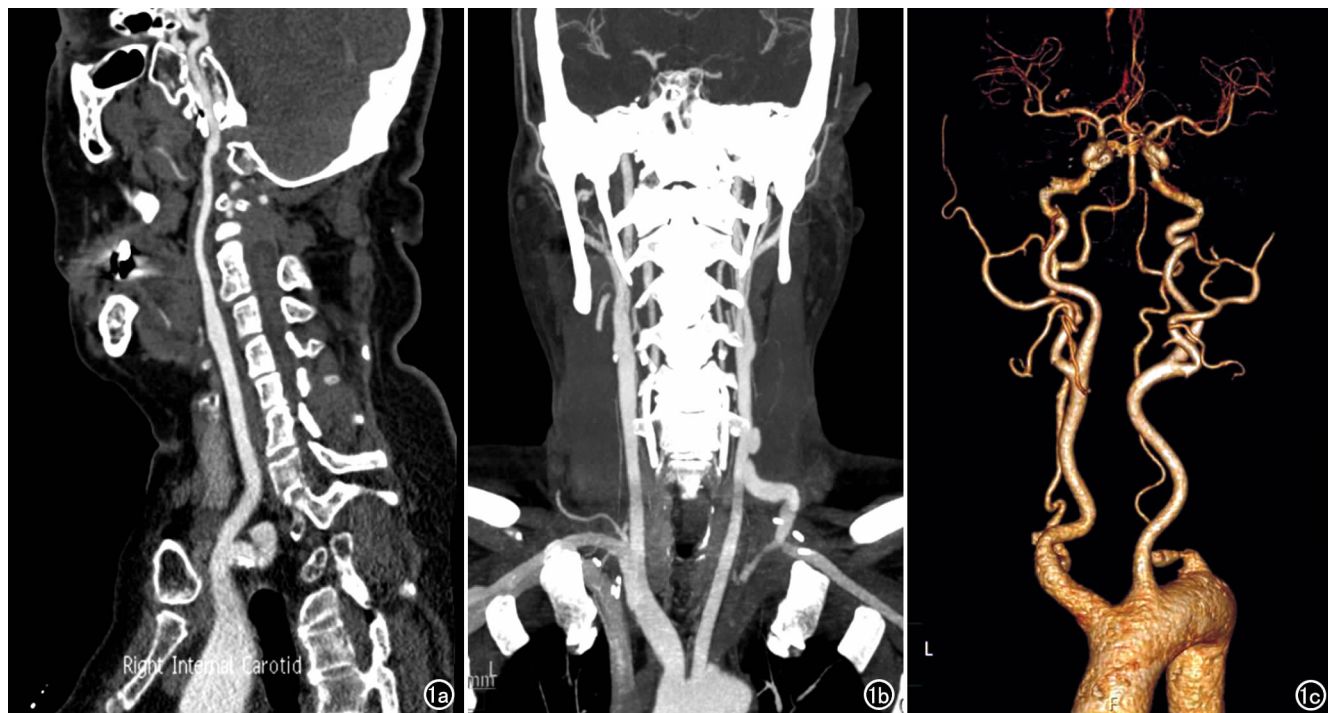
一例健康志愿者的 CTA 重组图像, 头颈部血管显示清晰, 能满足诊断要求。a) CPR 图像; b) MIP 图像; c) VR 图像。
